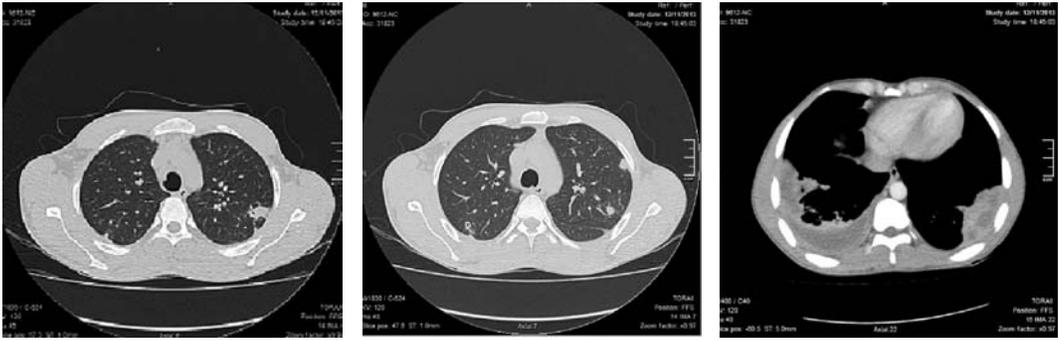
TAC con lesiones nodulares a predominio periférico, algunas con áreas de cavitación. Derrame pleural tabicado bilateral.
